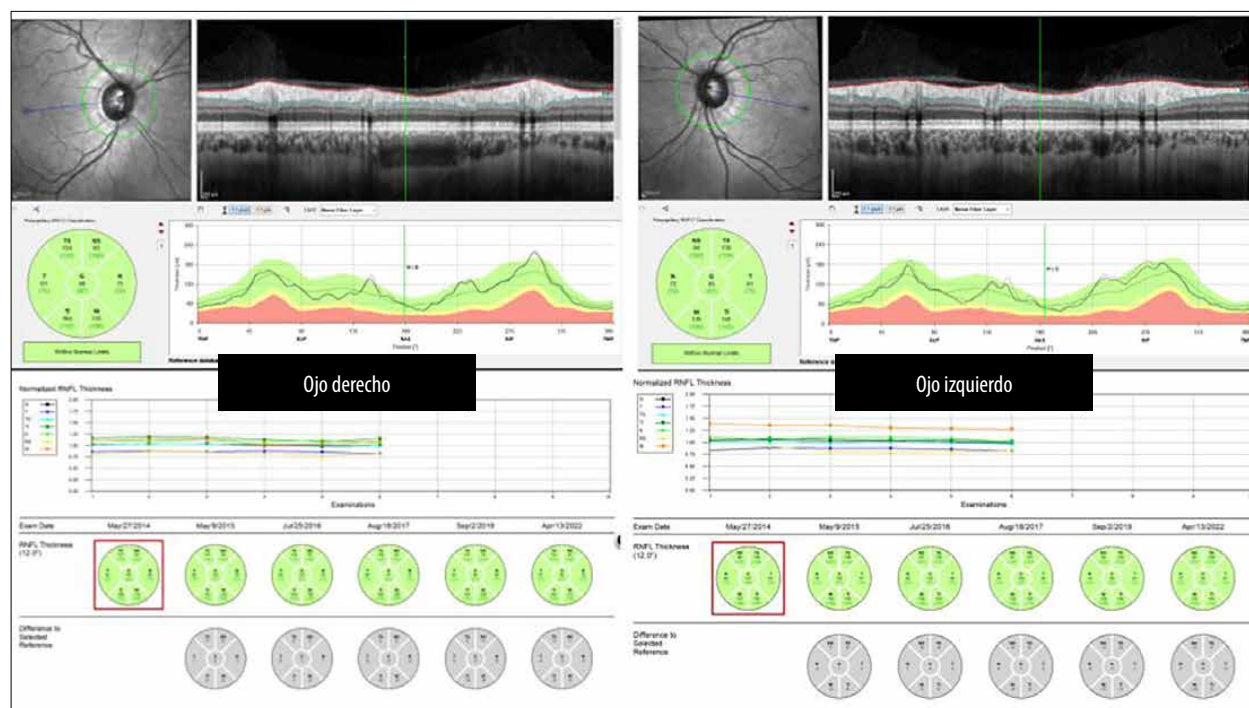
Tomografía de coherencia óptica de cada ojo. Se observa la estabilidad en el tiempo de la capa de fibras, en ambos ojos.
